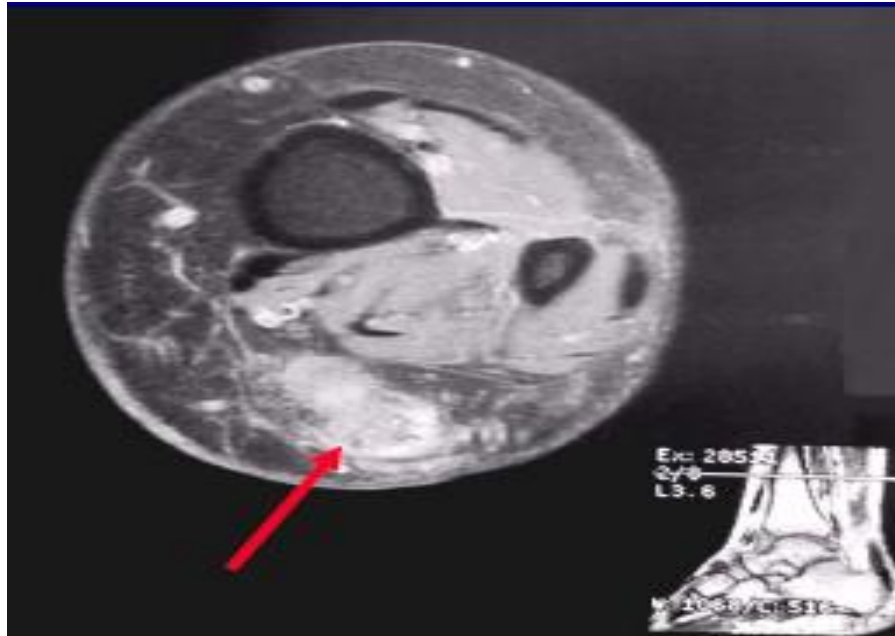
Imagen que muestra RM con lesión del tendón de Aquiles.
